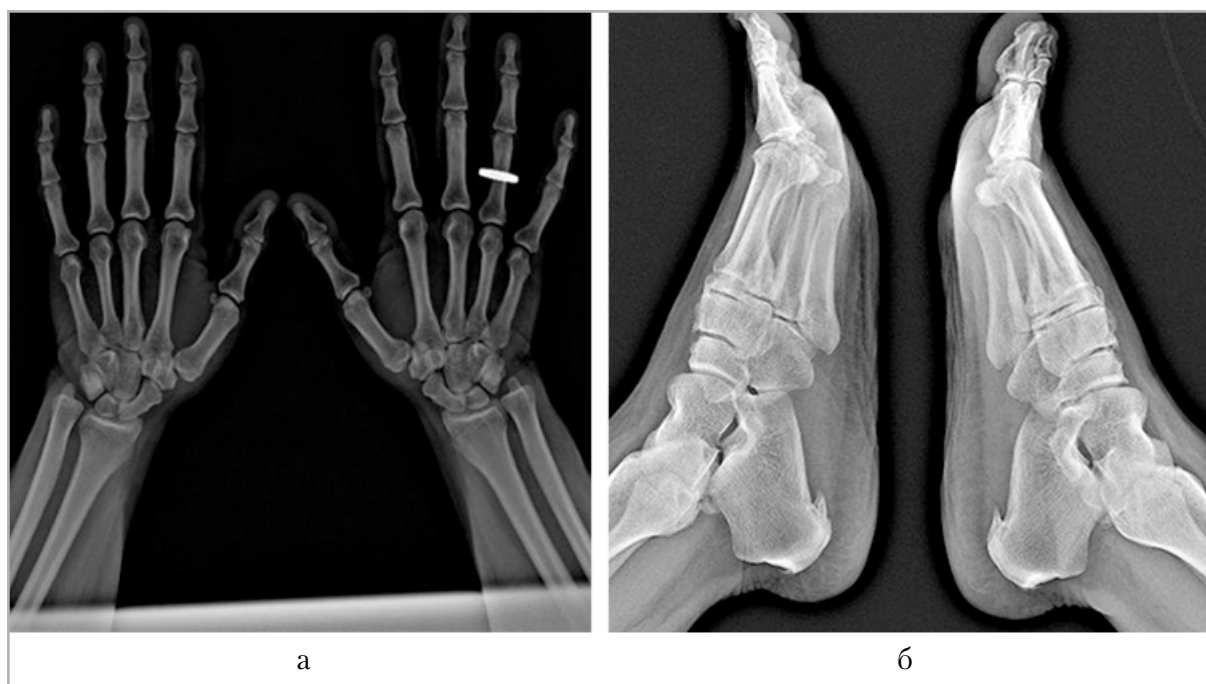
Рентгенограммы верхних и нижних конечностей пациентки К. 43 лет, РА серопозитивный, очень ранняя стадия, низкая активность: *а* — признаки двухсторонней симметричной юкстаартикулярной остеопении 4-х пястных костей, 2-х, 3-х, 4-х проксимальных фаланг; *б* — признаки задних и нижних пяточных шпор, признаки артроза костей стоп
